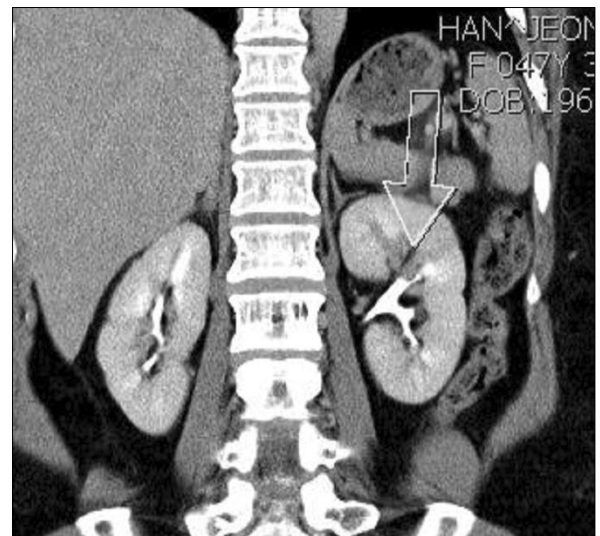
Kidney dynamic computed tomography (CT) shows a poorly enhancing mass-like lesion in the upper calyx of the left kidney.
